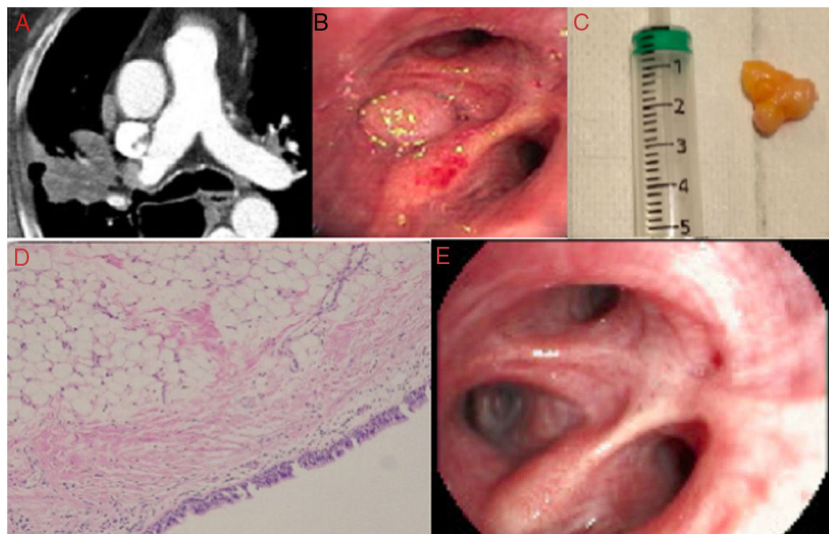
A) Lesión de densidad grasa en la TAC de tórax en el bronquio segmentario anterior del lóbulo superior derecho. B) Exploración con FBC flexible observando la lesión que ocupa entrada a segmentario anterior del lóbulo superior derecho. C) Imagen de la lesión tras su exéresis. D) Imagen histológica de la lesión ($\times 10$). E) Imagen de recanalización del bronquio segmentario anterior del lóbulo superior derecho tras el tratamiento.
